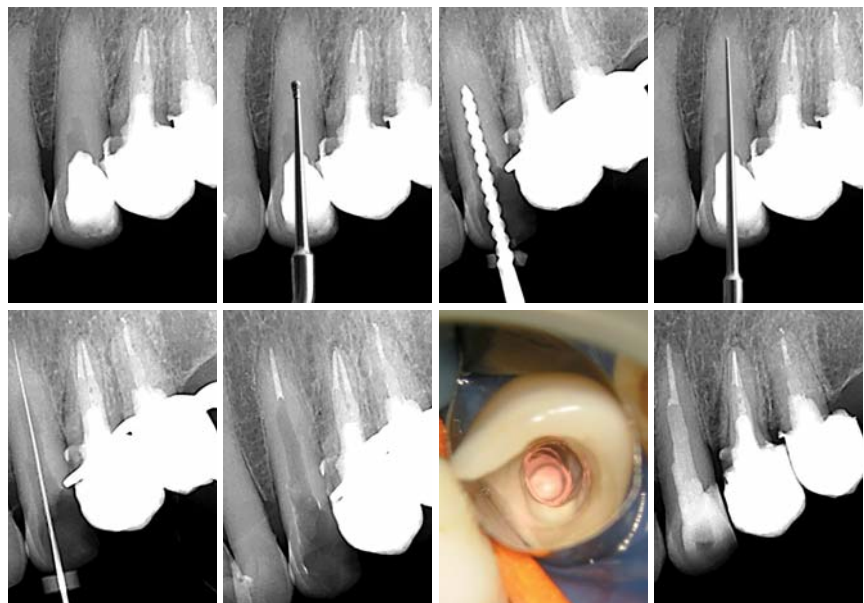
Extrem obliterierter Zahn 23. Apikal der Zugangskavität des Überweisers ist röntgenologisch keine Pulpakammer zu erkennen. Rosenbohrer mit Handstück würden die Sicht versperren. – Abb. 6b: Animierte Präparationstiefe mit Cavi 1 (VDW) unter Sicht. – Abb. 6c: Röntgenologische Kontrolle der Achsrichtung. – Abb. 6d: Animierte Präparationstiefe mit Redo 5 (VDW) unter Sicht. – Abb. 6e: Messaufnahme: die erste Sondierung mit einer 10er Feile gelang erst ca. 3 bis 4 mm vor Apex. – Abb. 6f: Röntgenkontrolle Down Pack. – Abb. 6g: Klinische Situation Down Pack. – Abb. 6h: Abschlusskontrolle mit adhäsivem Stift, DT Light Post (VDW).
